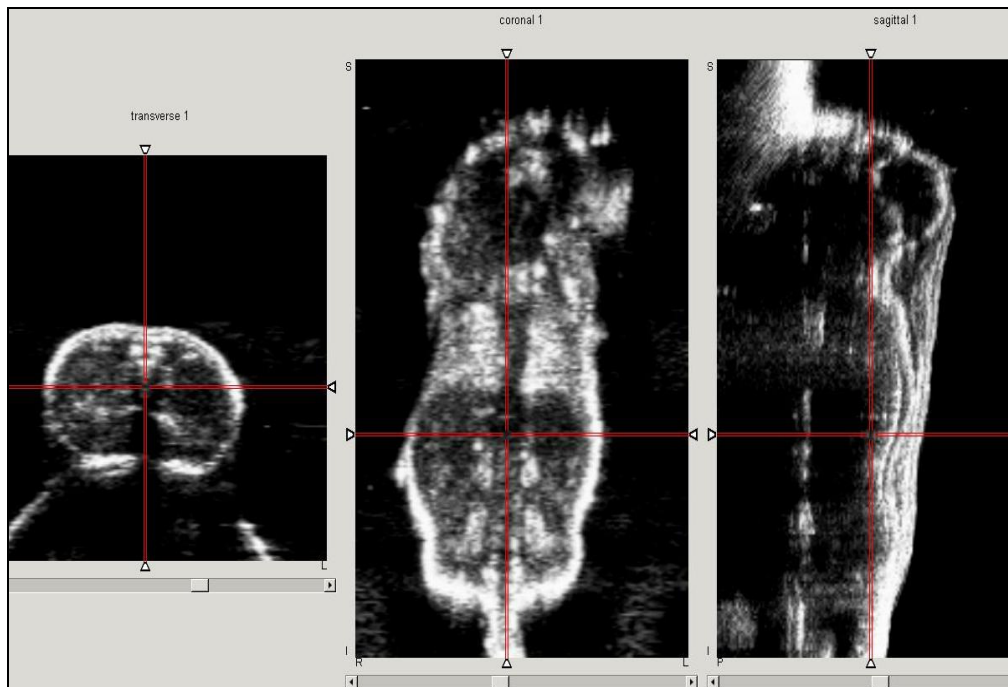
3D-US-Datensatz mit tomographischer Darstellung der Ebenen transversal , coronar und sagittal
